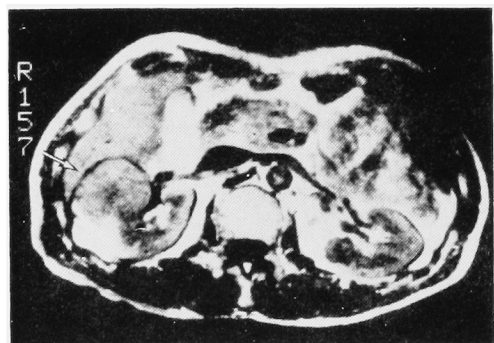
T1-weighted image of the same cases as Fig. 4. Chemical shift (arrow) is clearly visualized and tumor invasion can be neglected. In left kidney, distinction of renal cortex and medulla can be made.
